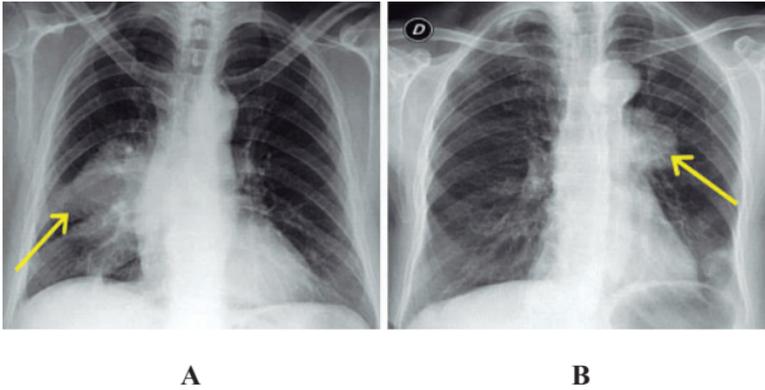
Radiografía PA de tórax. Se observan opacidades (flechas amarillas) sobre las arterias pulmonares, pudiendo observarlas a través de las masas, hecho que orienta a su localización en el mediastino medio. Fig. A: linfoma. B: adenomegalia
